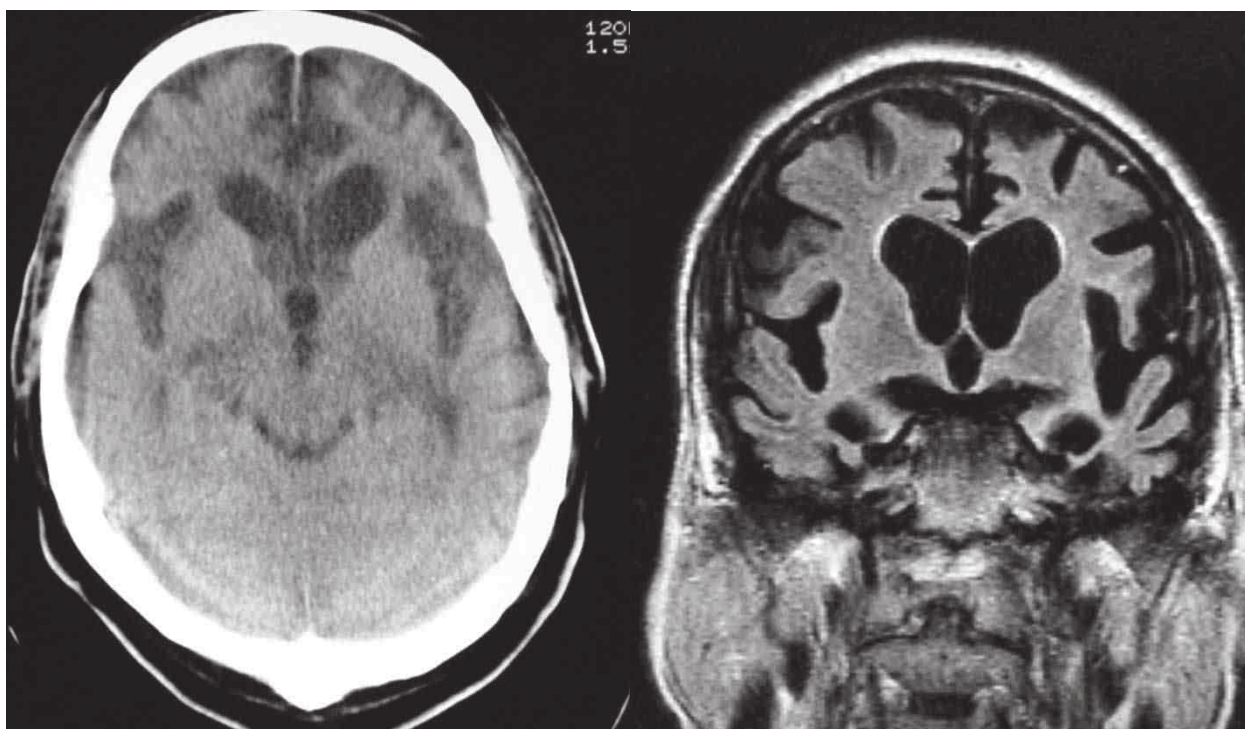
Resonancia magnética de encéfalo: atrofia cortical frontal, temporal e hipocámpica bilateral.
